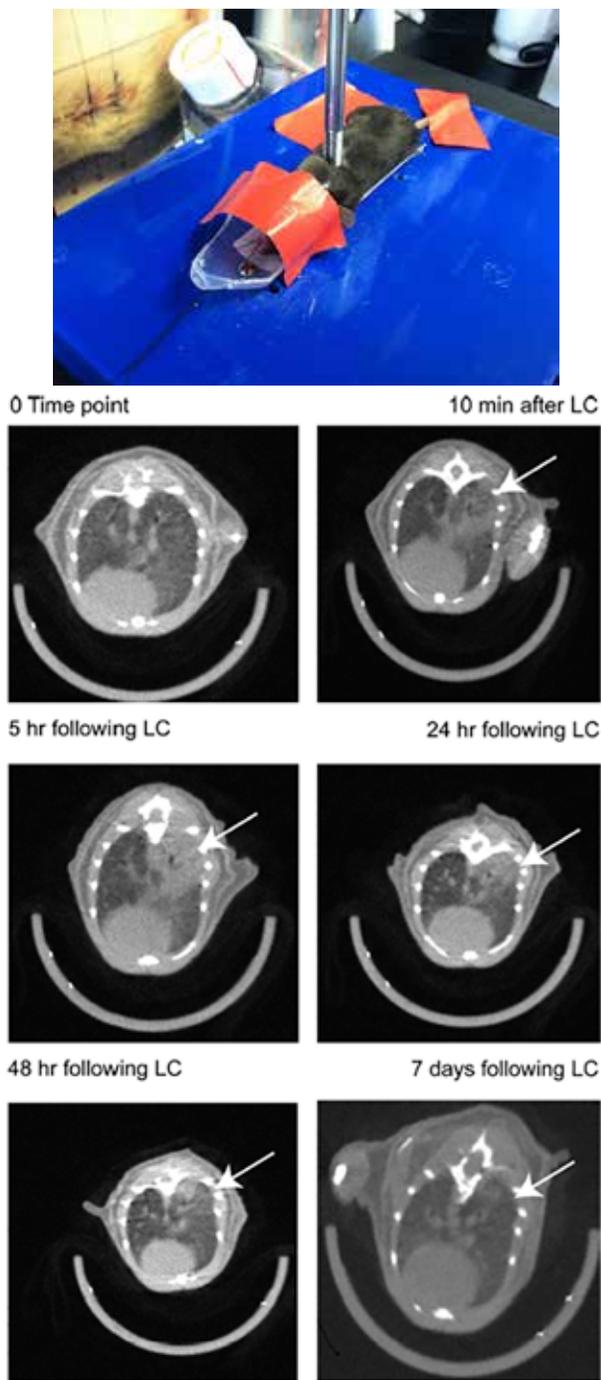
Modelo Experimental de Trauma Torácico y Contusión Pulmonar. A. Un pistón disparado a una velocidad de 5,62 m/s contra el costado derecho crea una lesión de contusión pulmonar similar a los encontrados en humanos. B. Micro-tomografías computadas de pulmón mostrando la evolución de las lesiones de contusión pulmonar. Dicha evolución es muy similar a la encontrada en humanos con la misma condición traumática.
